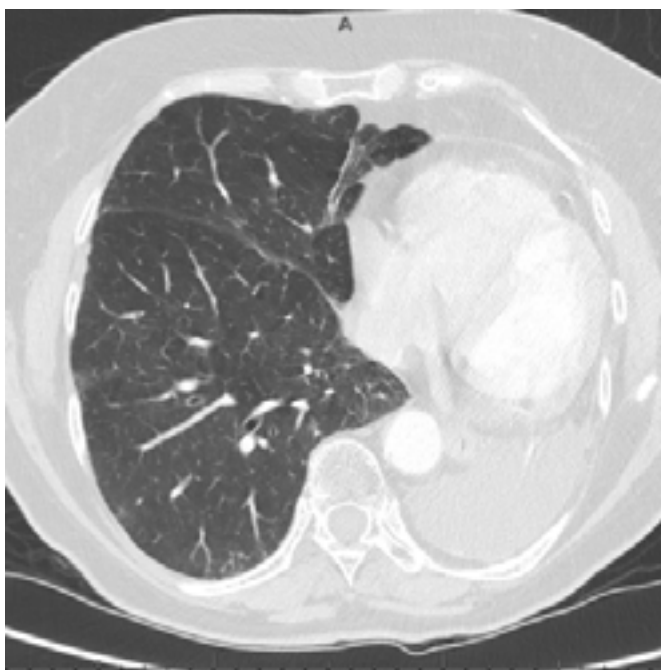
TC-TAP diagnóstico de neumonitis + clínica compatible 10/02/2023
